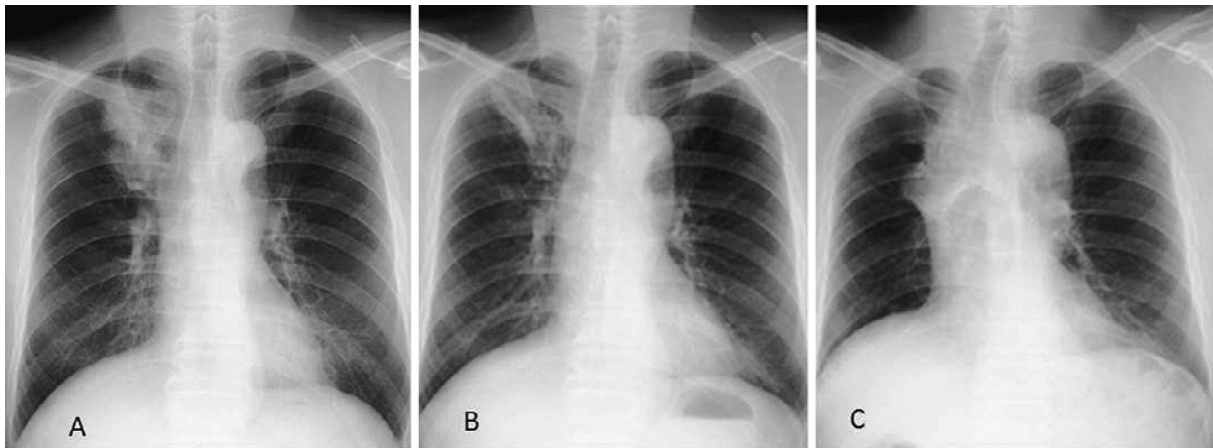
A: A chest X-ray obtained in 2005 demonstrated primary lung cancer in the right upper lung field. B: After two cycles of chemotherapy and radiotherapy, the main tumor diminished in size. C: June 2013. A follow-up chest X-ray revealed a mass shadow on the right side of the mediastinum.
